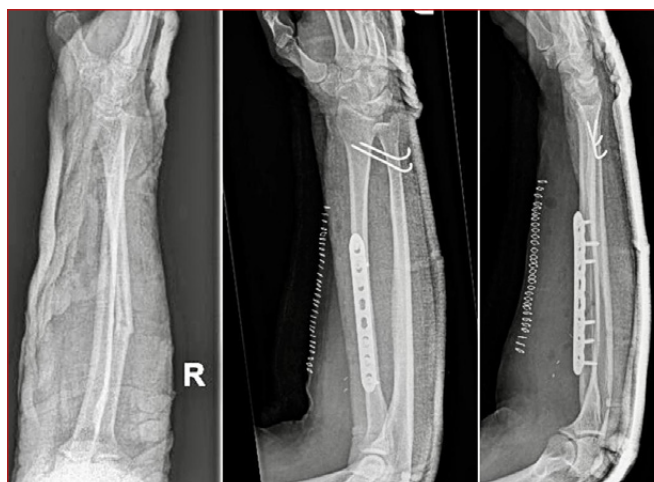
Radiografías pre y postquirúrgicas de fractura luxación de Galeazzi con placa a compresión y fijación de articulación radio cubital distal con 2 agujas de Kirschner.
